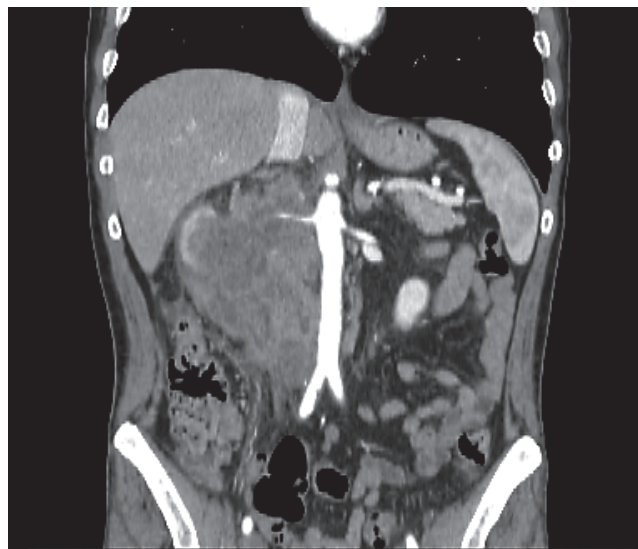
КТ органов брюшной полости с контрастированием до начала специализированного лечения
